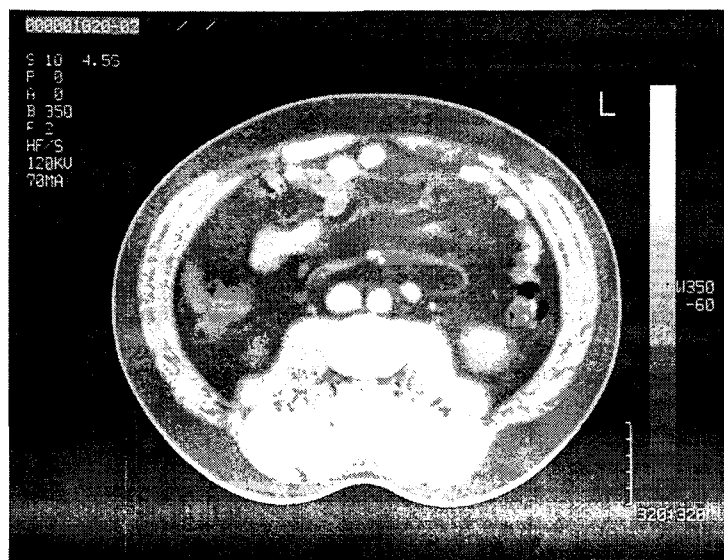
CT scan of abdominal subcutaneous and visceral fat.
